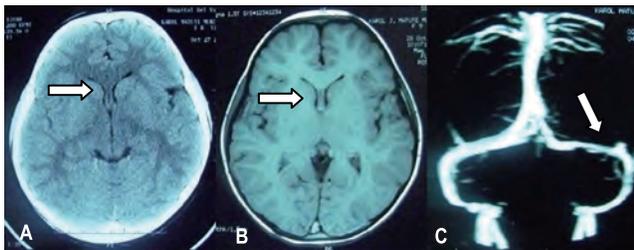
Tomografía (A) e imagen de resonancia magnética cerebral (B) muestran ventrículos disminuidos de tamaño (flecha). Venografía ilustra disminución del diámetro del seno transverso izquierdo (flecha). Caso 1
